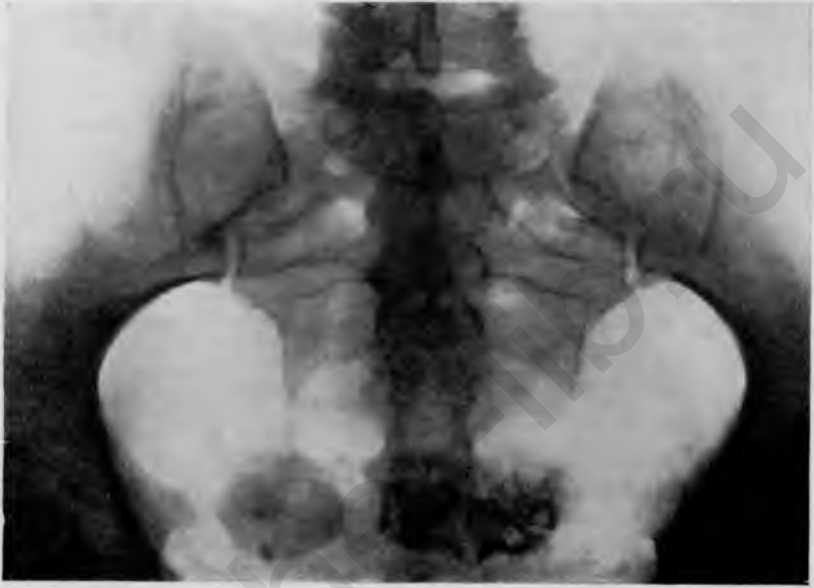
Обызвестленные очаги в ампулярных частях маточных труб и в пузырно-маточном пространстве (рентгенограмма). (Собственное наблюдение).
